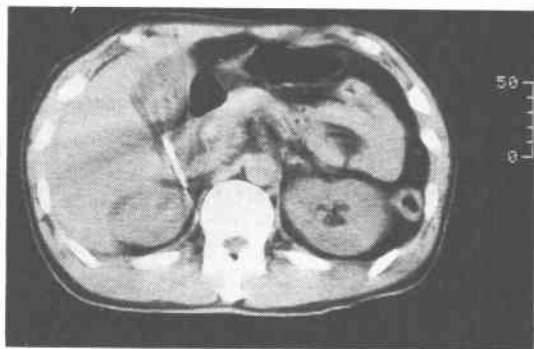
Abdominal CT. High density structure is shown in the common bile duct.
